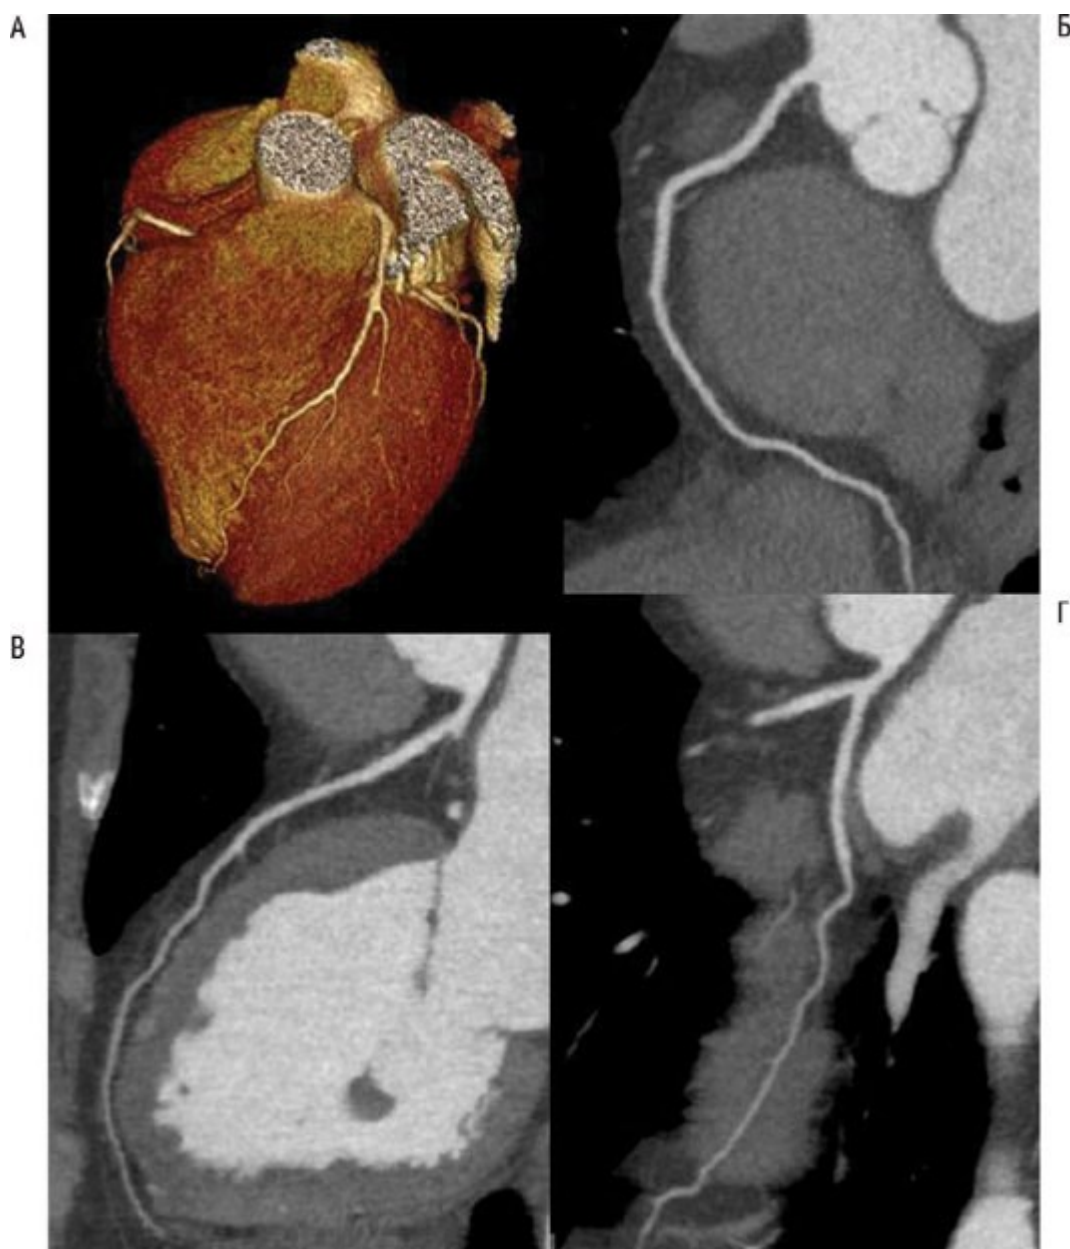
Исключение атеросклероза венечных артерий с помощью МСКТ. 46-летняя женщина обследуется в амбулаторных условиях по поводу атипичных болей в сочетании с
